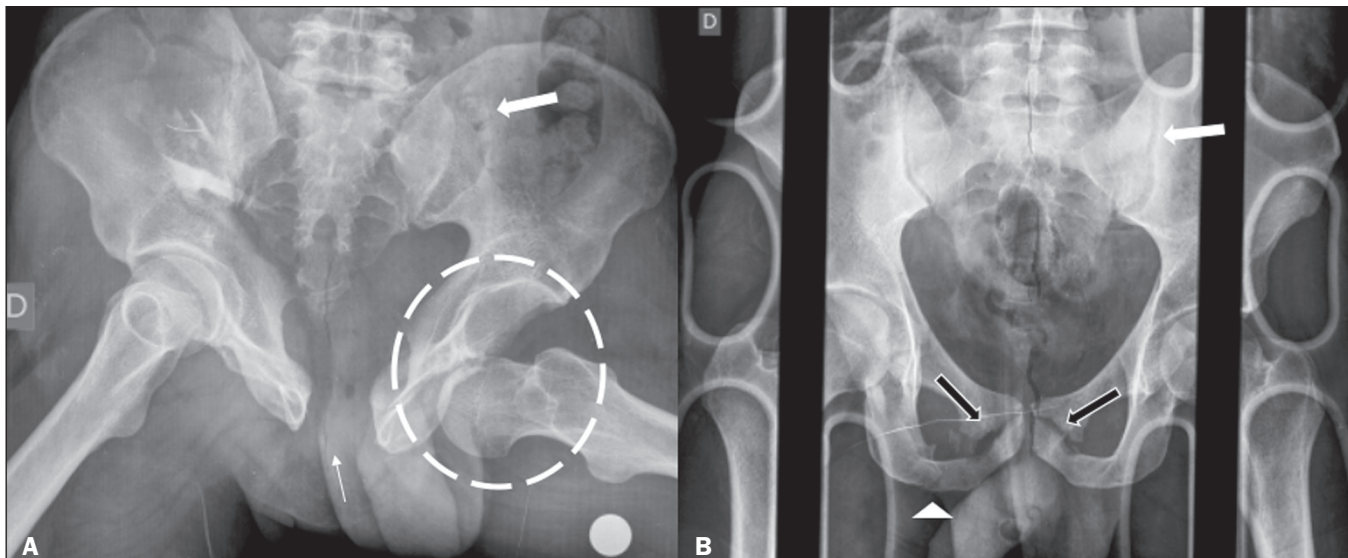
A: Radiografia da bacia em anteroposterior de homem, 39 anos, com trauma axial por queda de cerca de três metros de altura, demonstra acentuada diástase da sínfise púbica (seta fina), diástase da articulação sacroilíaca esquerda (seta grossa) e luxação anterior do quadril esquerdo (círculo tracejado). B: Radiografia da bacia em anteroposterior de homem, 25 anos, vítima de trauma moto *versus* auto, mostra fraturas do ramo isquiopúbico direito (cabeça de seta), do osso púbico bilateral (setas pretas) e diástase da articulação sacroilíaca esquerda (seta branca).
